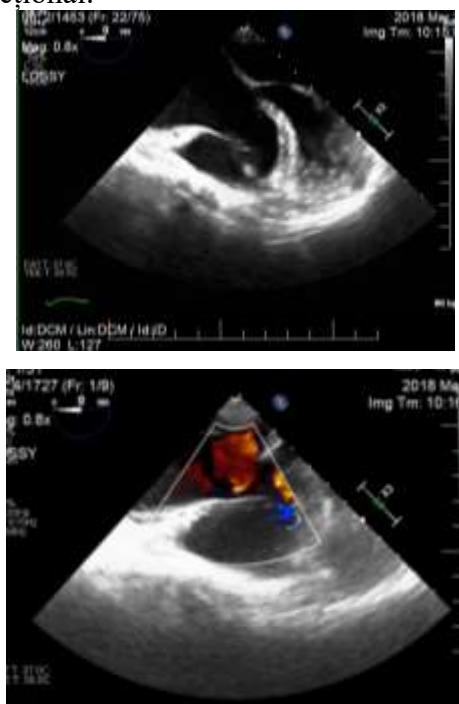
Imagini ecocardiografice
